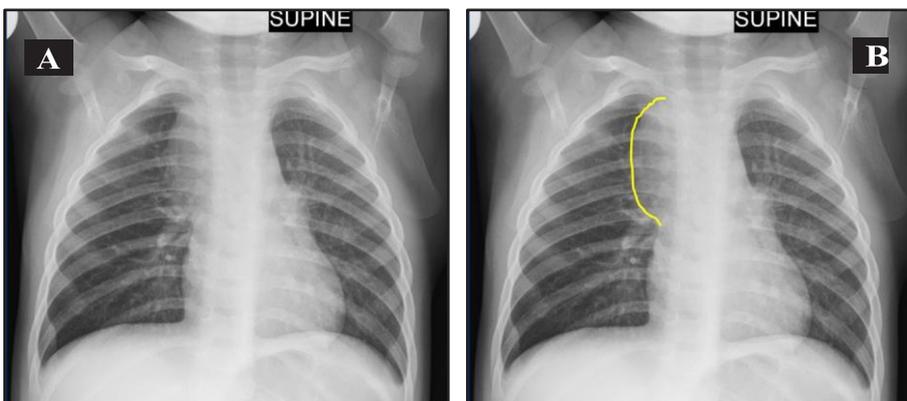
Contoh lain dari pembesaran kelenjar getah bening perihilus kiri - radiografi toraks B adalah versi dari radiografi toraks A yang diberi tanda dan menunjukkan garis khas kelenjar getah bening perihilus yang membesar.
